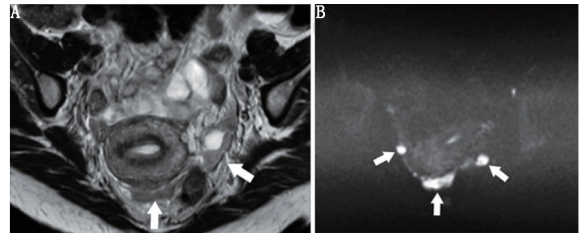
卵巢癌患者腹膜种植转移 MRI。横断位快速自旋回波 T₂ 加权图像 (A) 上肿瘤结节 (箭头示) 为等信号, 但在弥散加权成像 (DWI) 图像上 (B) 更为明显
